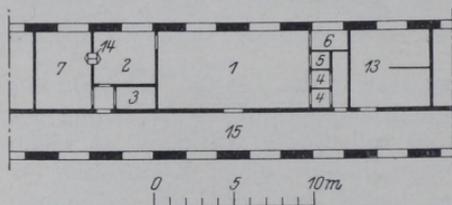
Röntgendiagnostikabteilung für ein kleines Krankenhaus mit etwa 50 Betten *ohne* eigenen Radiologen mit Abteilung für Diathermie- und Lichtbehandlung.
